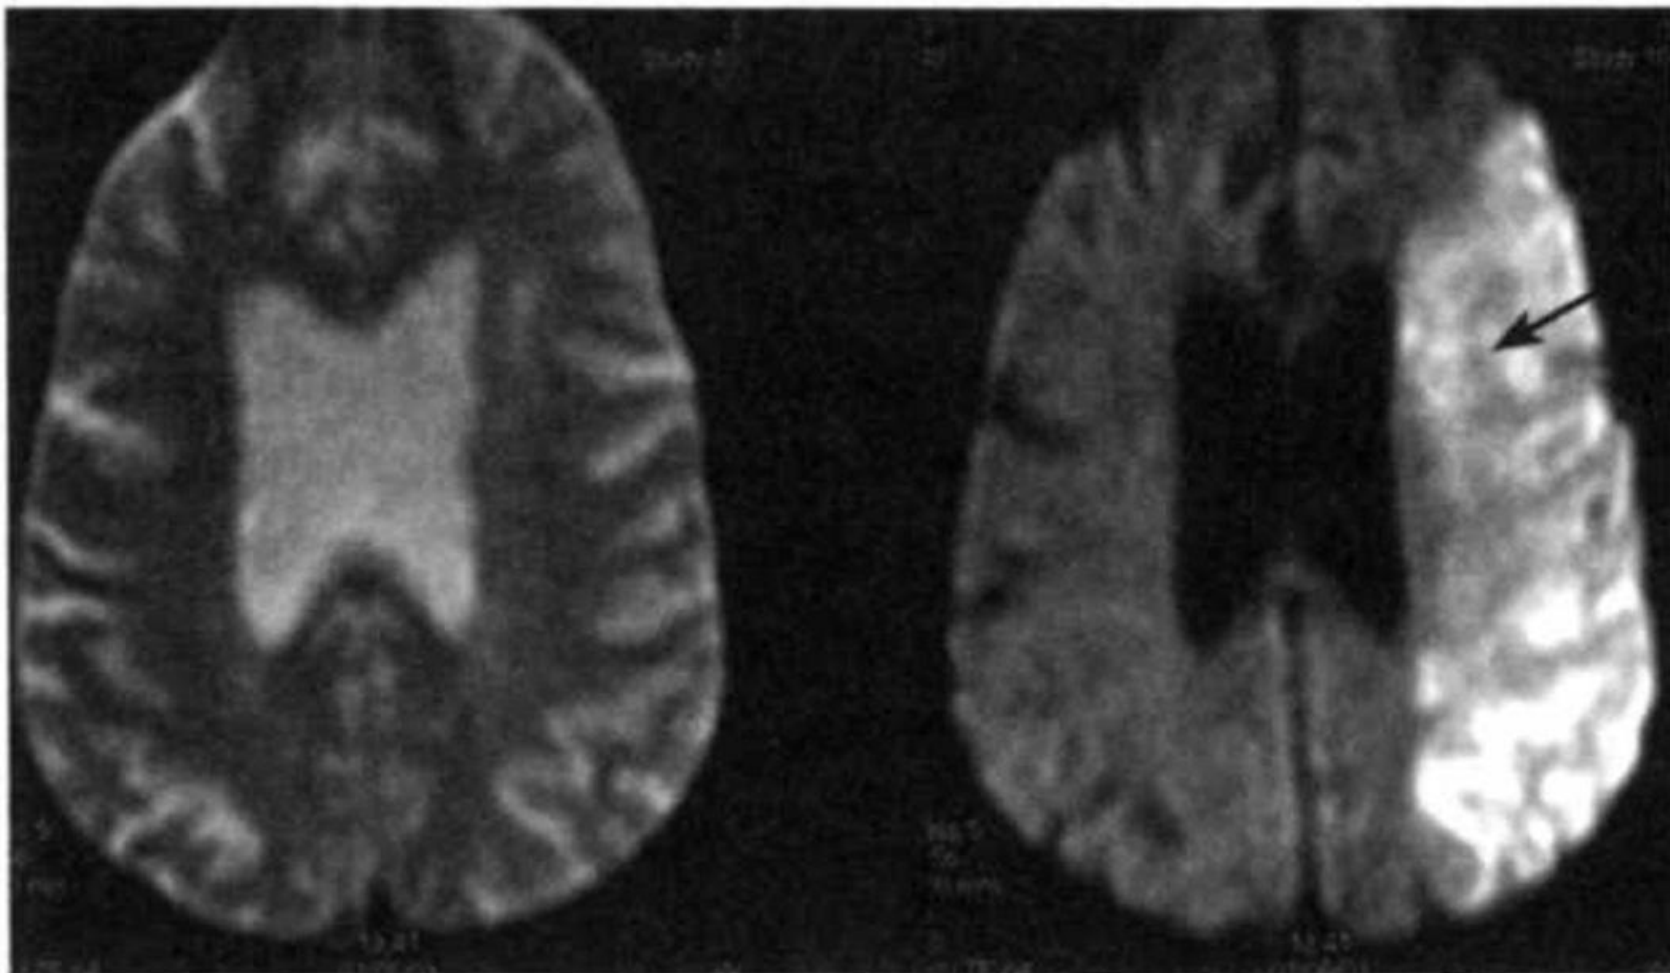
МРТ головного мозга при остром НМК. На T2-взвешенном изображении (слева) изменения не видны. На диффузно-взвешенном изображении (справа) видны обширные ишемические поражения левого полушария, видимые как область повышенной интенсивности (стрелка)
